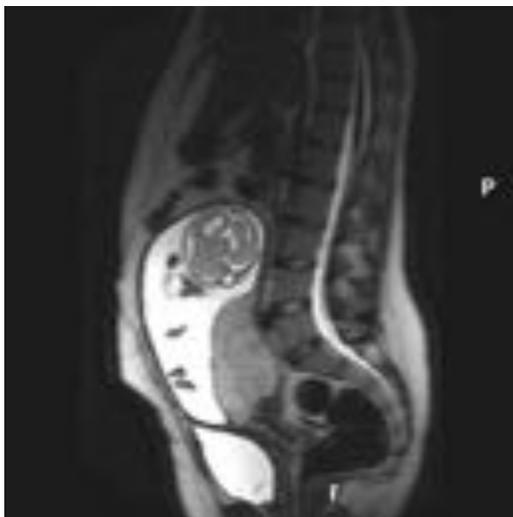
Fig 3. RM Imagen sagital de secuencia potenciada en T2 en la que se identifica la placenta cubriendo el orificio cervical interno.
